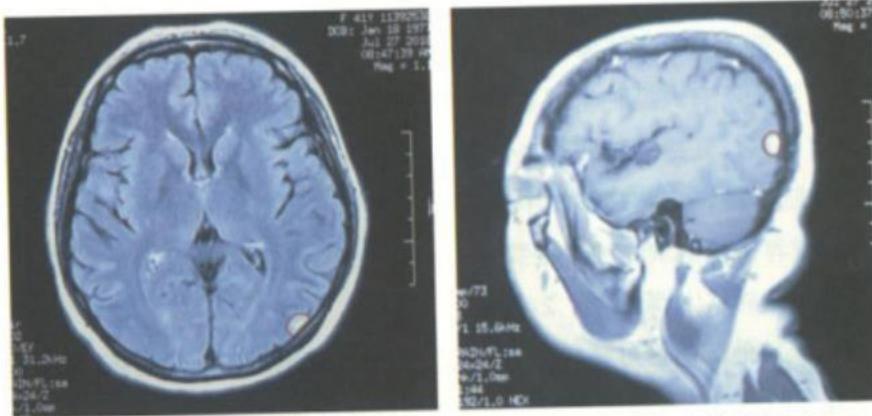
7月27日的头颅MR增强CT正位（左图）和侧位（右图）（转移瘤红图标示）
